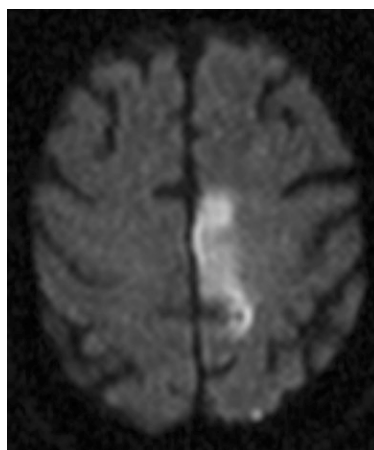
Die DWI zeigt einen frischen Infarkt im Stromgebiet der linken ACA.*
